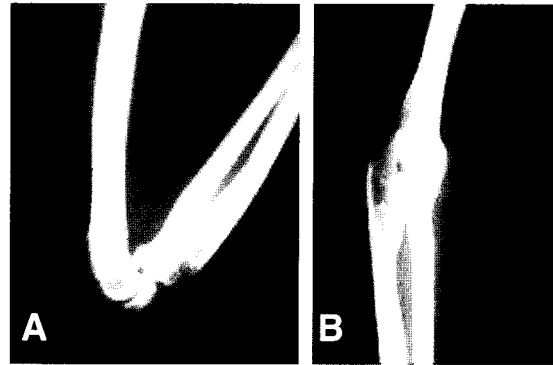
Lateral radiographs of elbow flexion and extension at 15 months after operation.
